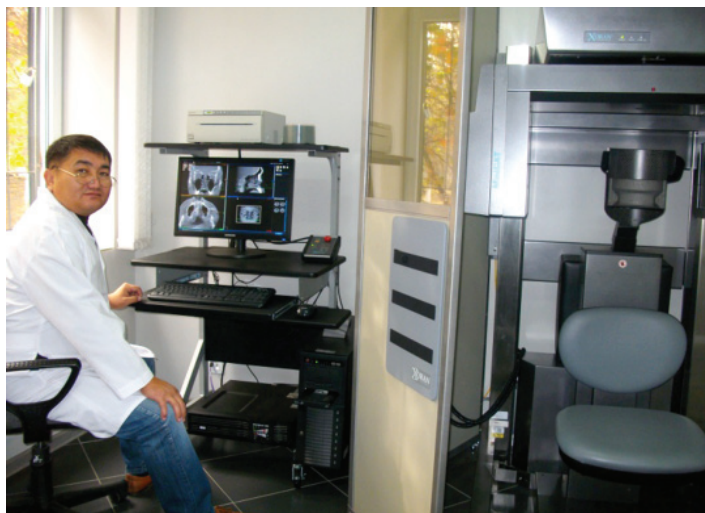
Компьютерный томограф для снятия костей лицевого скелета, и околоносовых пазух.
